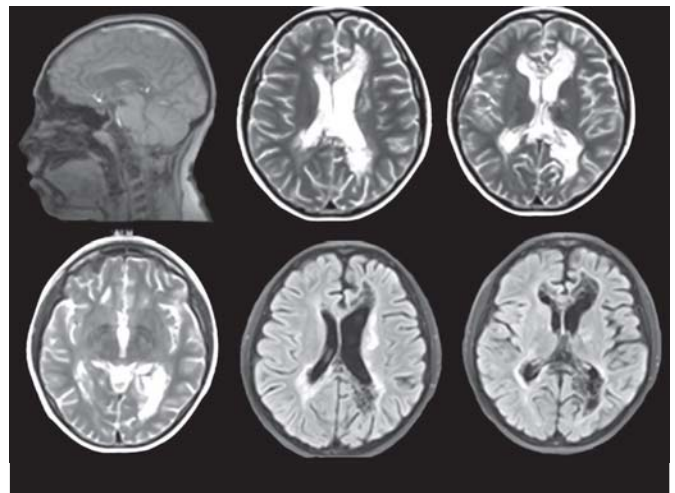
Resonancia magnética cerebral octubre de 2010. Se observan lesiones periventriculares sustancia blanca fronto-parietal-occipital de forma bilateral.
